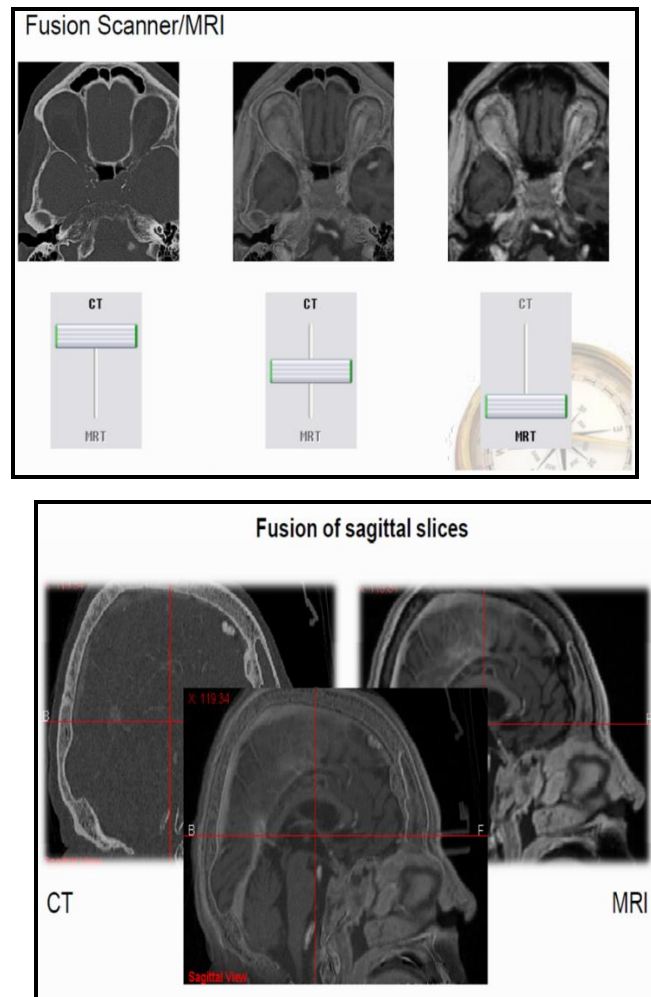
un logiciel de fusion d'images présentant les caractéristiques de la TDM et de l'IRM
